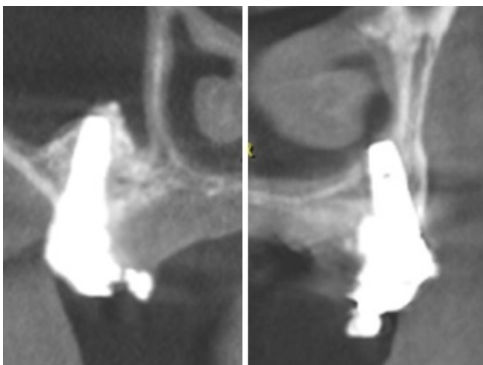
Aspect CT pe secțiune cu menținerea suportului osos
